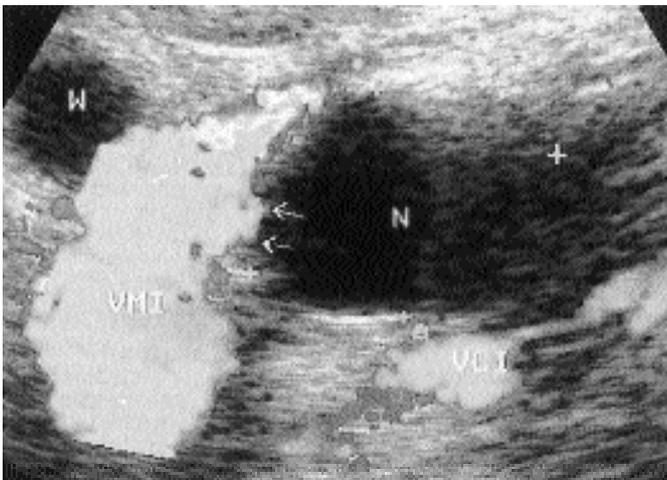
Stesso caso della fig.4, eco-color-doppler I.O., presenza di flusso continuo alla VMS, parete venosa non clivabile dalla neoplasia (stadio II-III).
